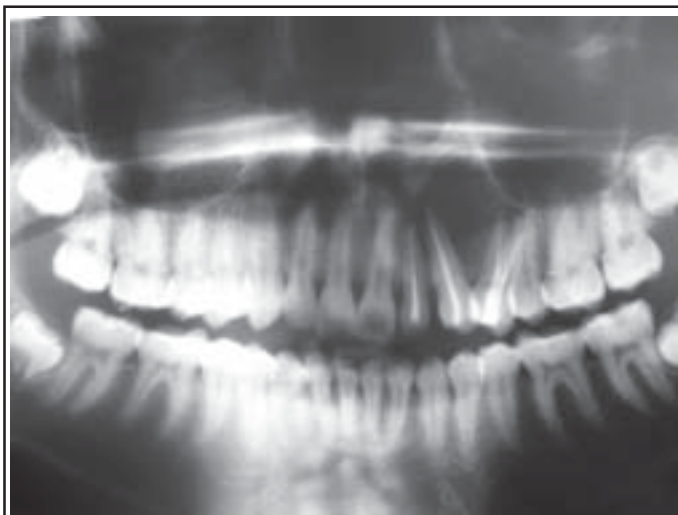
Radiographie panoramique révélant une géode, divergeant les racines de la 23 et de la 24.
